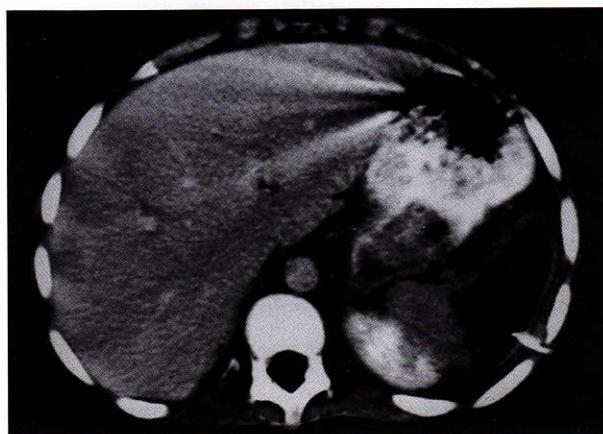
Abdominal CT scan showing a large subphrenic collection involving the spleen and distal pancreas.
